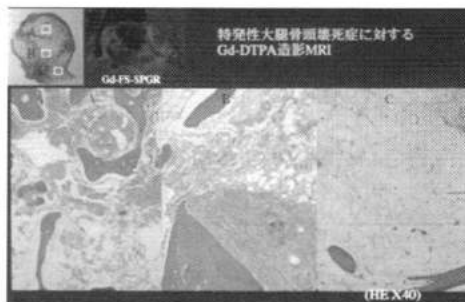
特発性大腿骨頭壊死症に対する Gd-DTPA 造影 MRI
